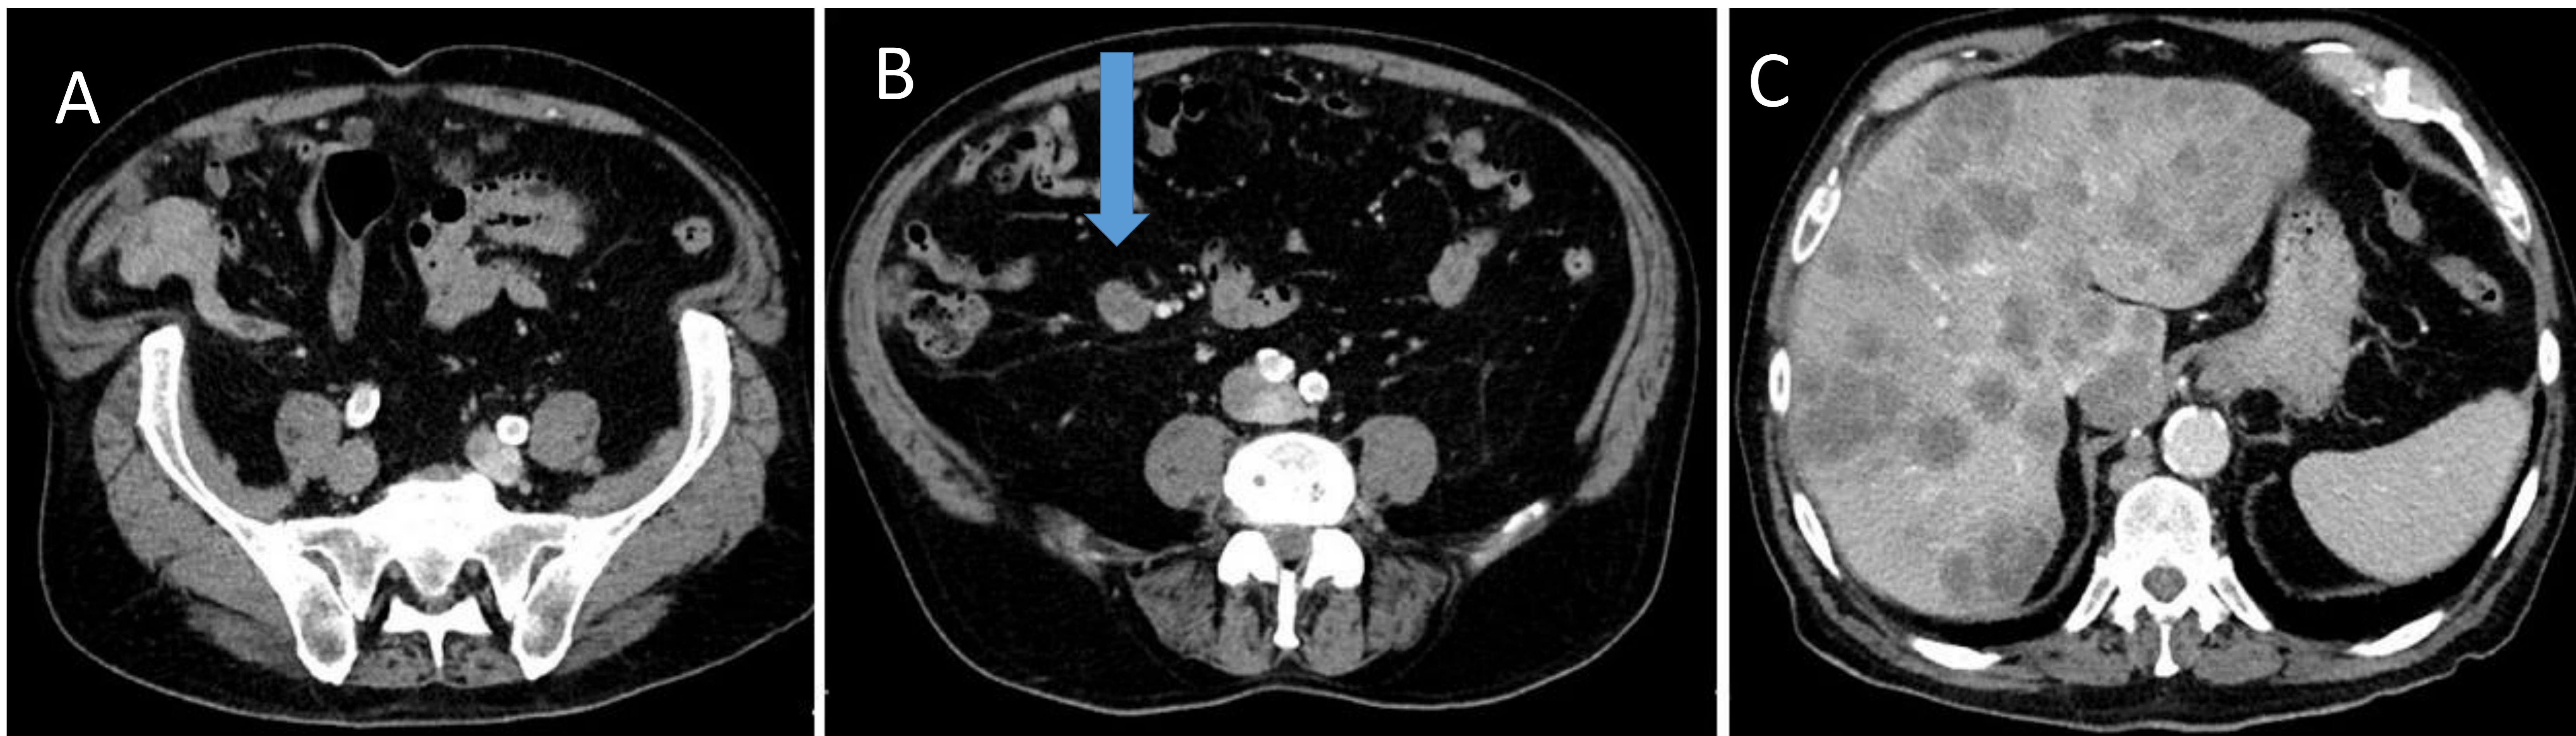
Adenocarcinoma de ciego. Cortes axiales de TC abdomino-pélvico tras administración de contraste intravenoso.
